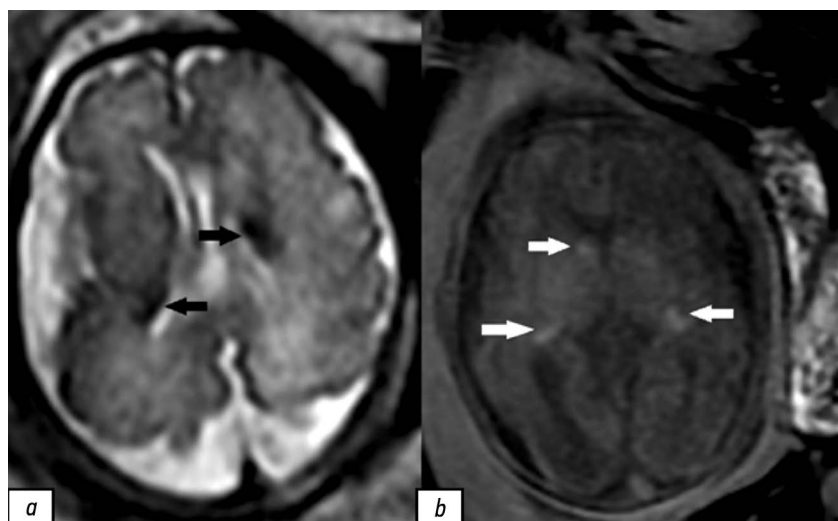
Результаты пренатальной магнитно-резонансной томографии головного мозга плода в III триместре беременности (срок 29 нед. и 4 дня): *a* — наличие субэпендимальных гипоинтенсивных очагов на T2-взвешенном изображении (чёрные стрелки); *b* — наличие субэпендимальных гиперинтенсивных очагов на T1-взвешенном изображении (белые стрелки).
